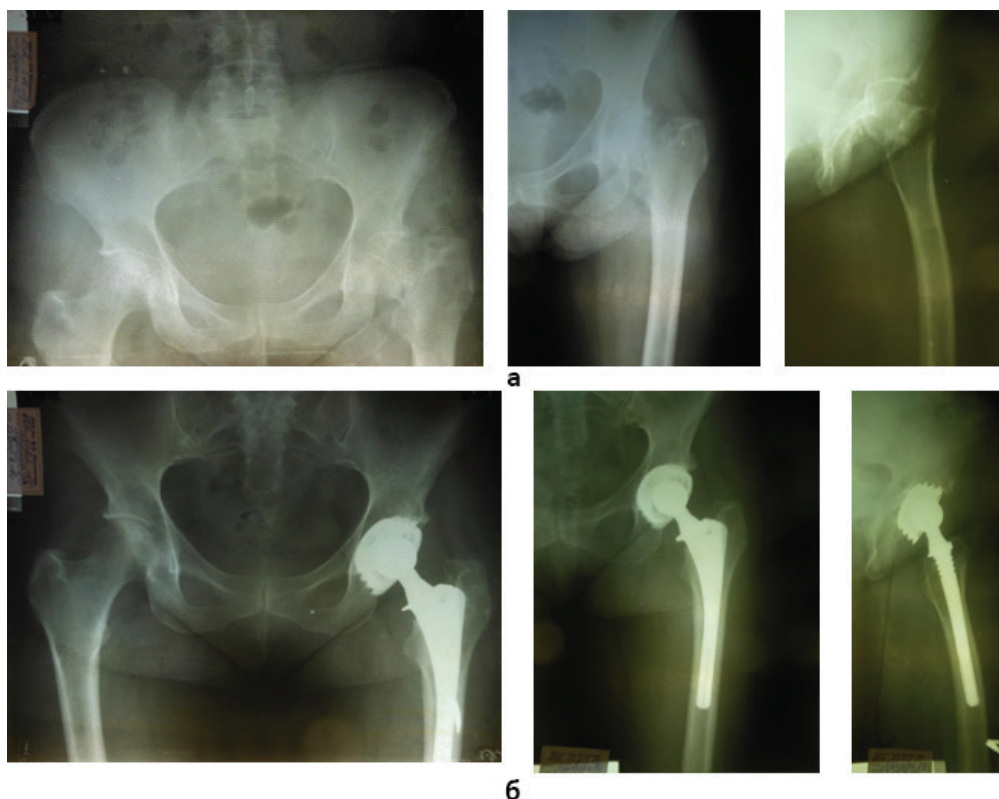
Рентгенограми хворої А., 63 років, з правобічним коксартрозом на тлі постменопаузального остеопорозу: а – до операції; б – результат тотального безцементного ендопротезування правого кульшового суглоба з установкою чашки, що загвинчується, та ніжки двохплощинного конусу через 4 роки
